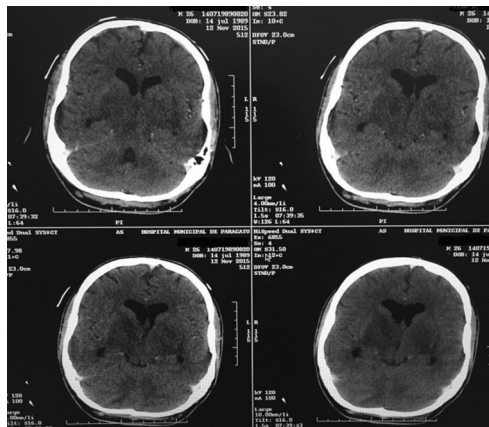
Tomografia de crânio com contraste iodado. Lesão hipodensa localizada em topografia dos núcleos da base, tálamo bilateral e lobo frontal esquerdo.
